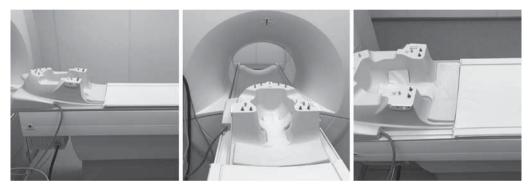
Расположение радиочастотной катушки на столе при МРТ головного мозга.
